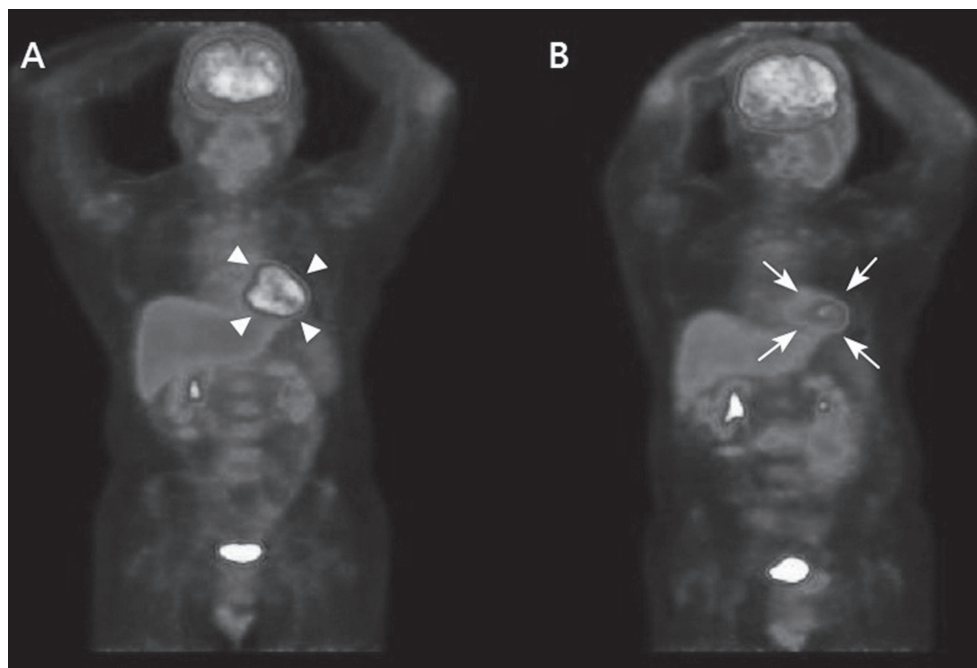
An 63-year-old female with rectal cancer who had sequential PET/CT examinations for suspected recurrence. Coronal maximum intensity projections from two PET/CT studies in the same patient 6 months apart. (A) Homogeneously intense myocardial F-18 FDG uptake (arrowheads) when the patient prepared for PET/CT examination by overnight fast alone. (B) Trivial tracer uptake (arrows) when overnight fast is combined with LCFA diet the night before examination.
